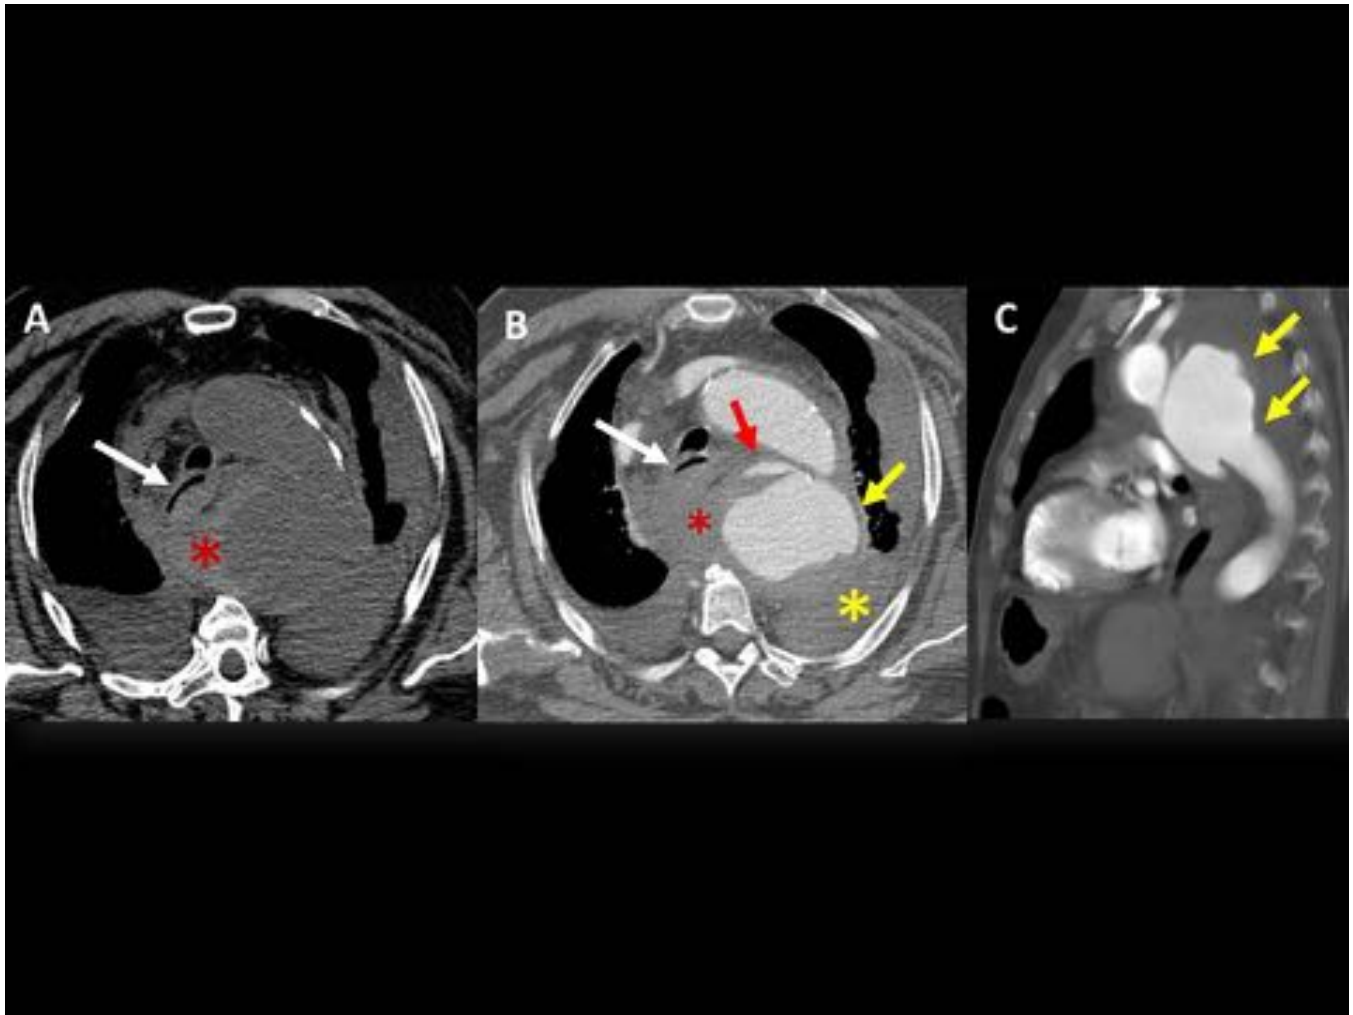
Hematemesis masiva y shock hipovolémico secundario a fistula aortoesofágica con aneurisma sacular de aorta ascendente. En el estudio de TC simple (A) hematoma periaórtico con extensión mediastínica y hemotórax izquierdo (*). En el estudio con contraste (B,C) se visualiza el aneurisma sacular (flechas amarillas) con trayecto fistuloso hacia el esófago (flecha roja) y sangrado-hematoma periesofágico con compresión de su luz (flechas blancas) como probable signo de alerta indirecto de fistula.
